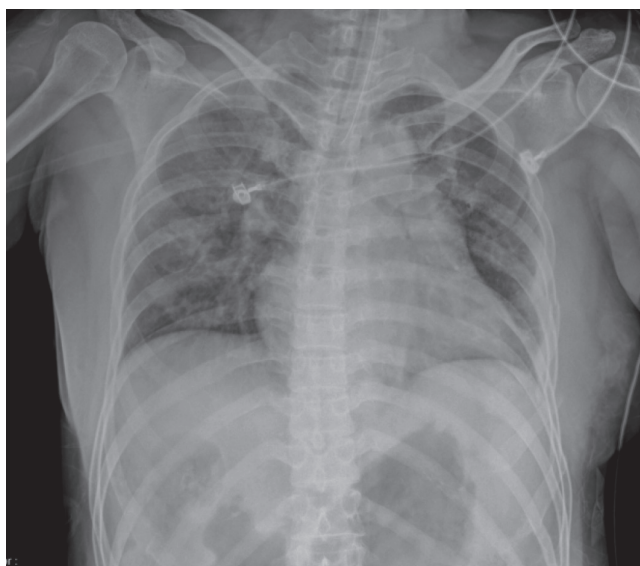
Chest X-ray showed bilateral infiltrates consistent with pulmonary congestion.
